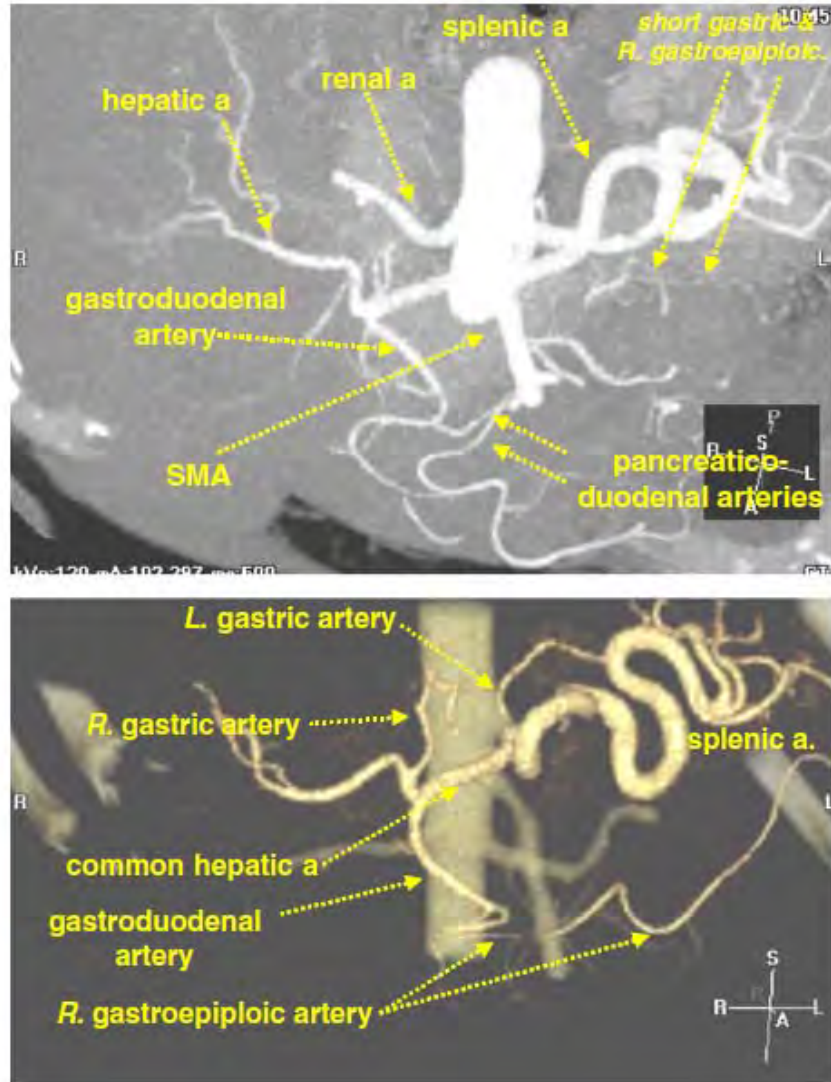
Imagen por angiorrresonancia magnética de la anatomía vascular del estómago. (Superior) fase de máxima intensidad que muestra las ramas del tronco celiaco con los órganos subyacentes. (Inferior) Proyección tridimensional de las ramas del tronco celiaco.
